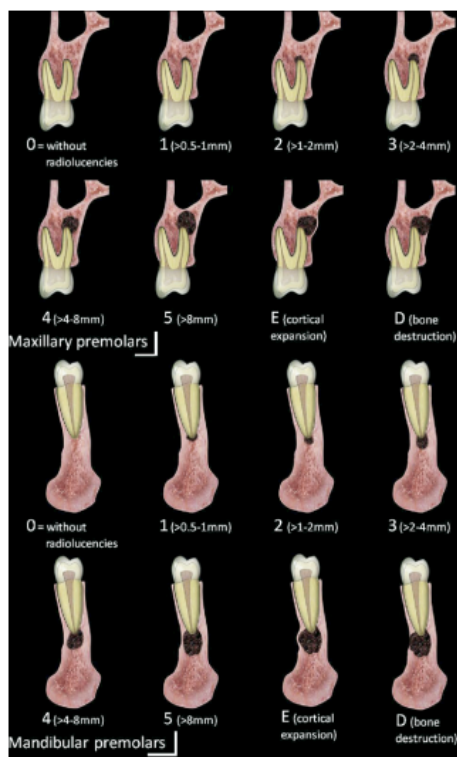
Índice Periapical CBCT PAI
